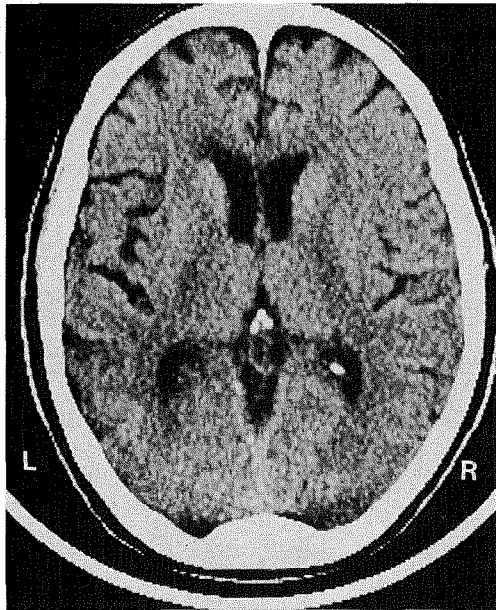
Alzheimer型老年痴呆のX線画CT像
